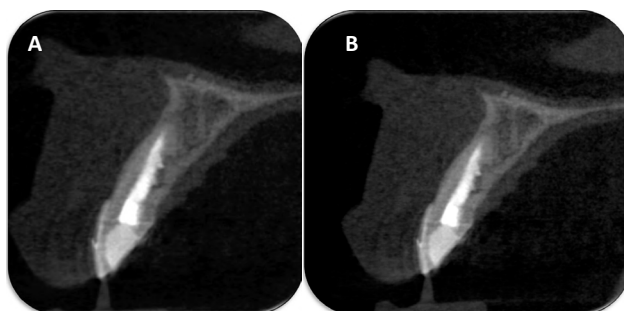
A-B: Tomografías de cono, vista sagital.
